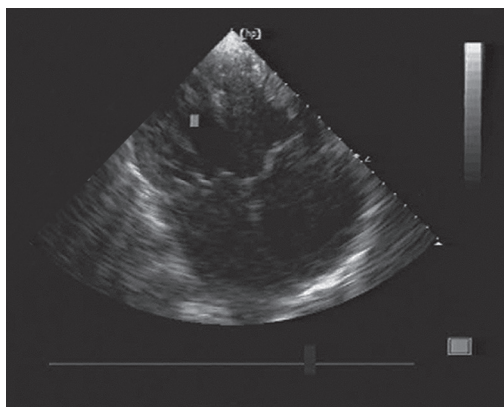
Двухмерная эхокардиография. Апикальный доступ (сечение четырёх камер).
